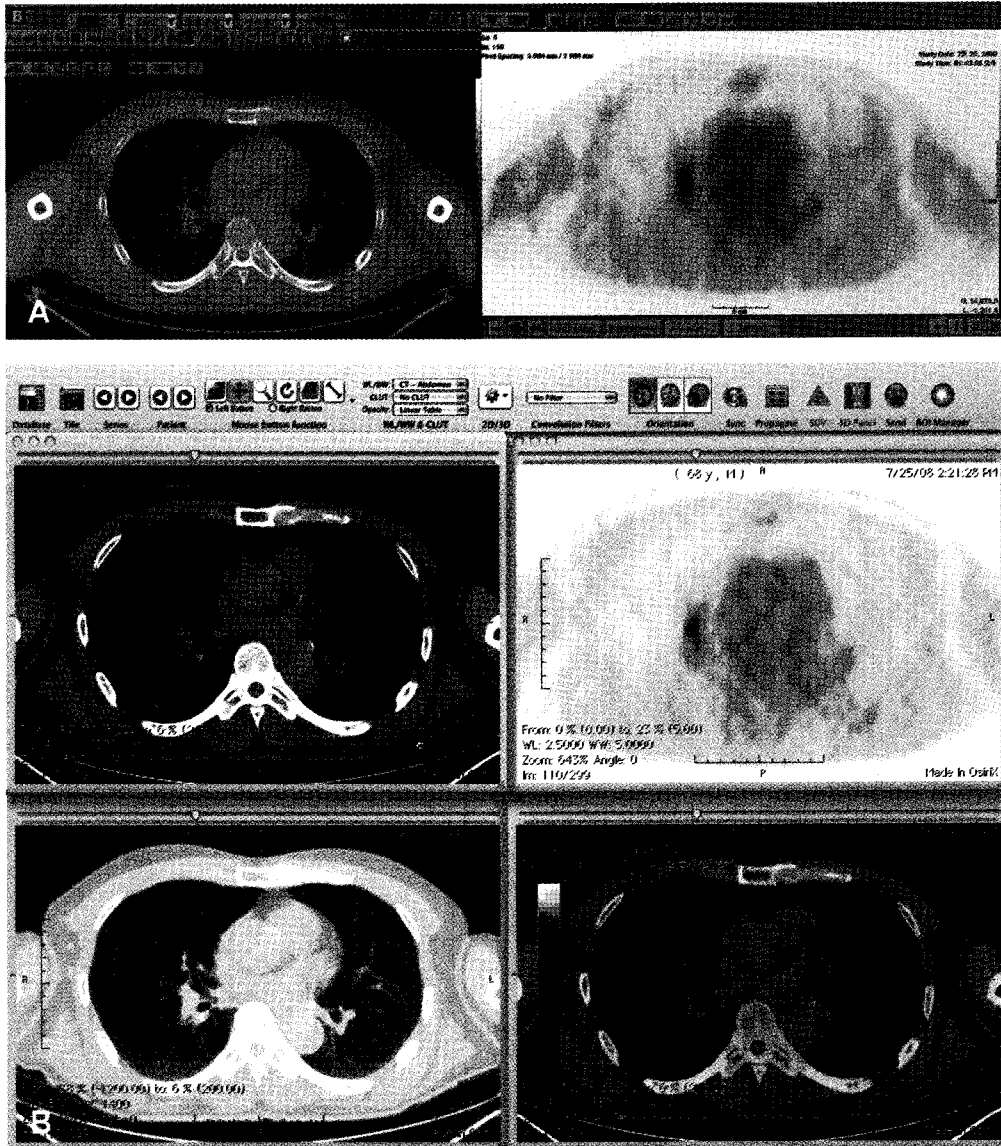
Outside hospital PET/CT images successfully loaded on PACS DICOM viewer (A) and PET/CT workstation (B). All DICOM standard transaxial CT and PET images were included on this data CD for inter-hospital transfer.
